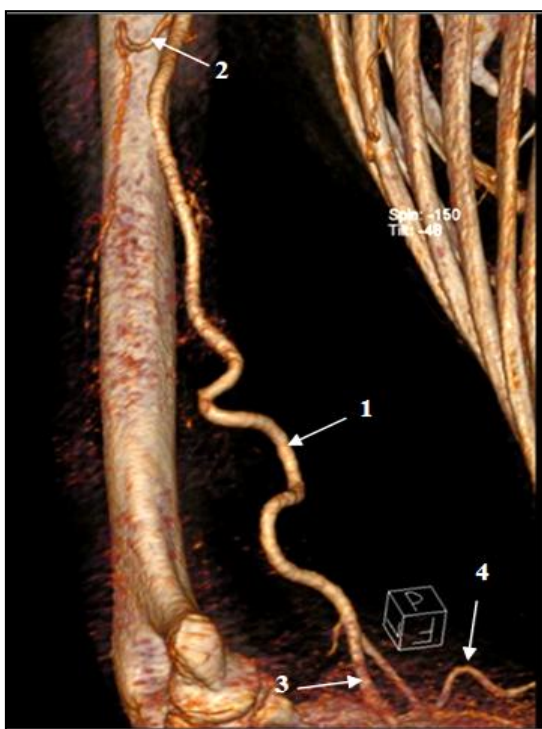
Traiect sinuos al arterei brahiale și al ramurilor ei: 1 – artera brahială; 2 – artera brahială profundă; 3 – artera ulnară; 4 – artera radială; imagine, angio-CT 3D.
